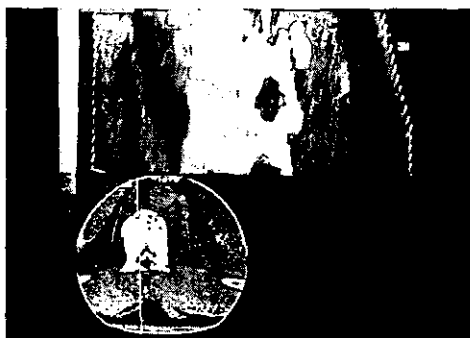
Tomografía axial que muestra invasión del canal medular a nivel de T-10, T-11 con fractura luxación de T-10
